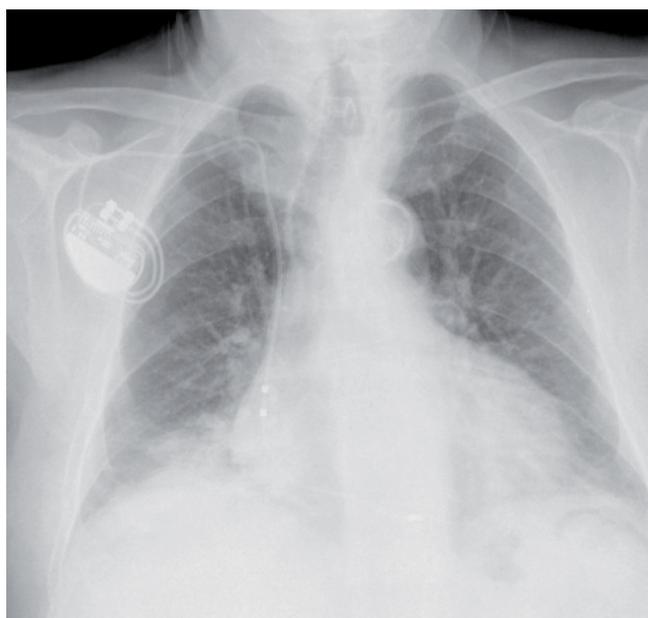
Radiografía PA de tórax de control postimplante
